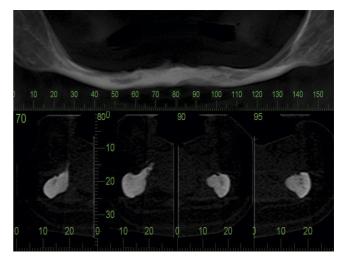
Tomografia computadorizada mostrando intensa atrofia mandibular.
